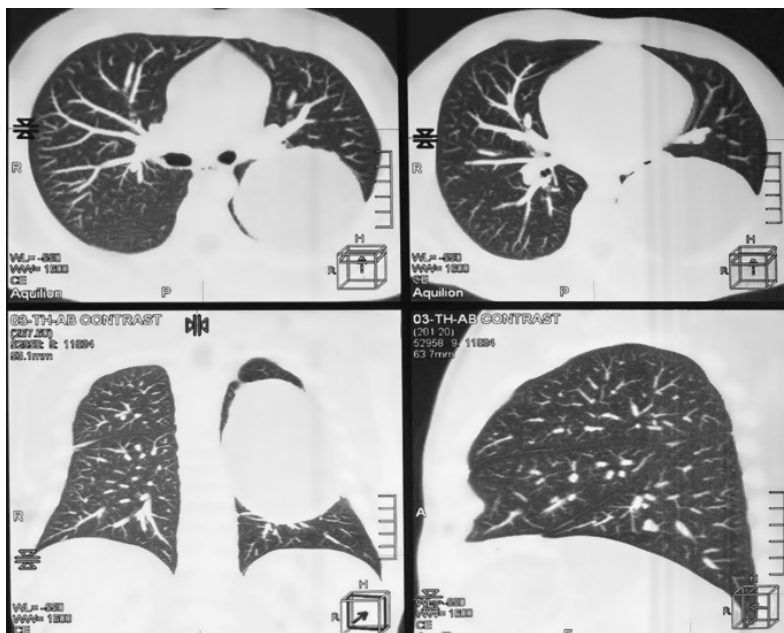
На КТ ОГП – гігантська кіста нижньої частки лівої легені
